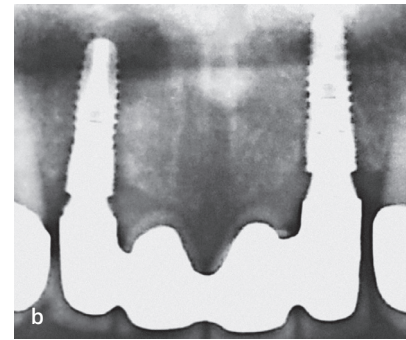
b Клінічне та рентгенологічне зображення періімплантиту. Відбувається втрата м'якого прикріплення періімплантатних тканин і кровоточивість при зондуванні, а на рентгенограмі видно втрату кісткової тканини.
